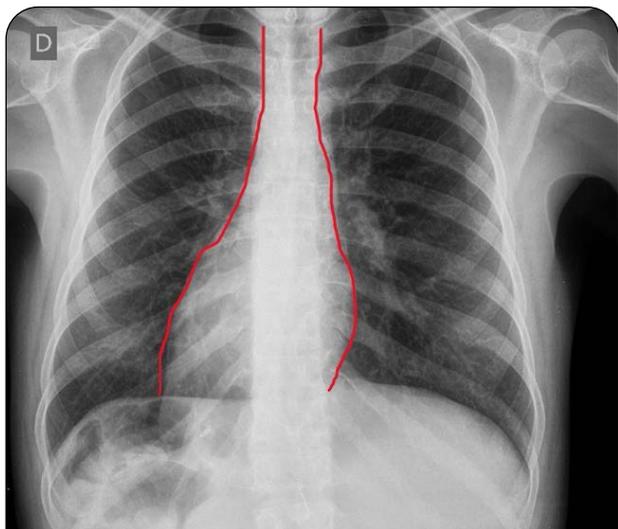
Radiografía anteroposterior de tórax se observa la silueta cardíaca localizada en el hemitórax derecho, con el ápex en la misma dirección.
